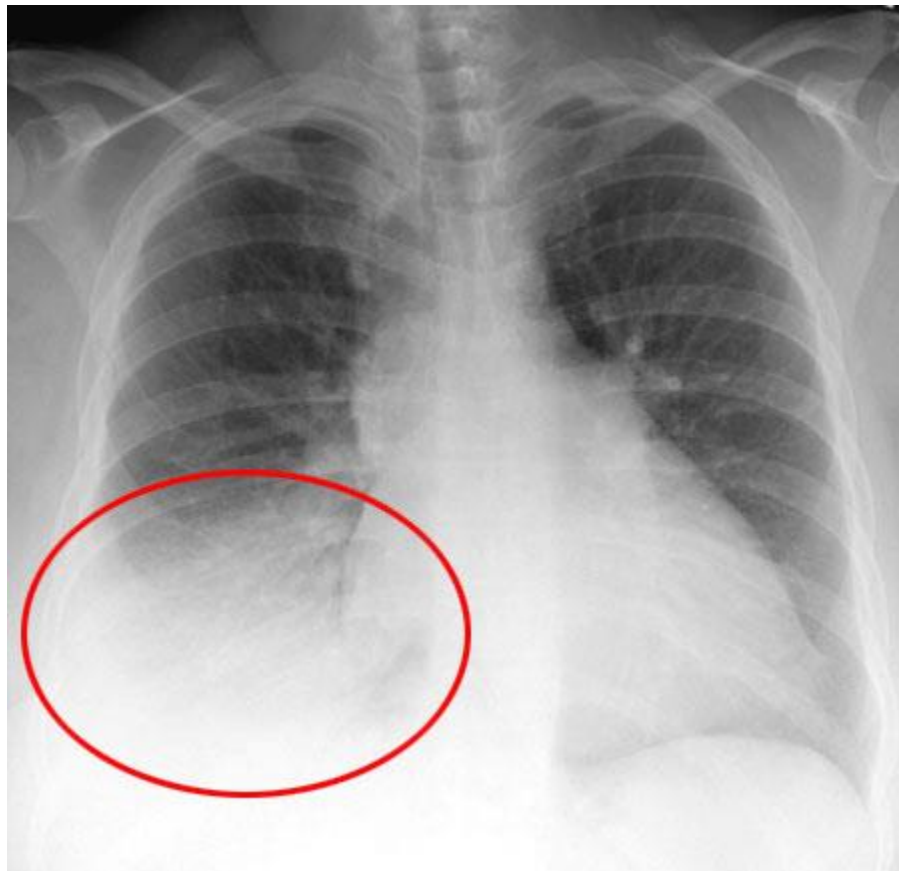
Рентгенограма хворого.
